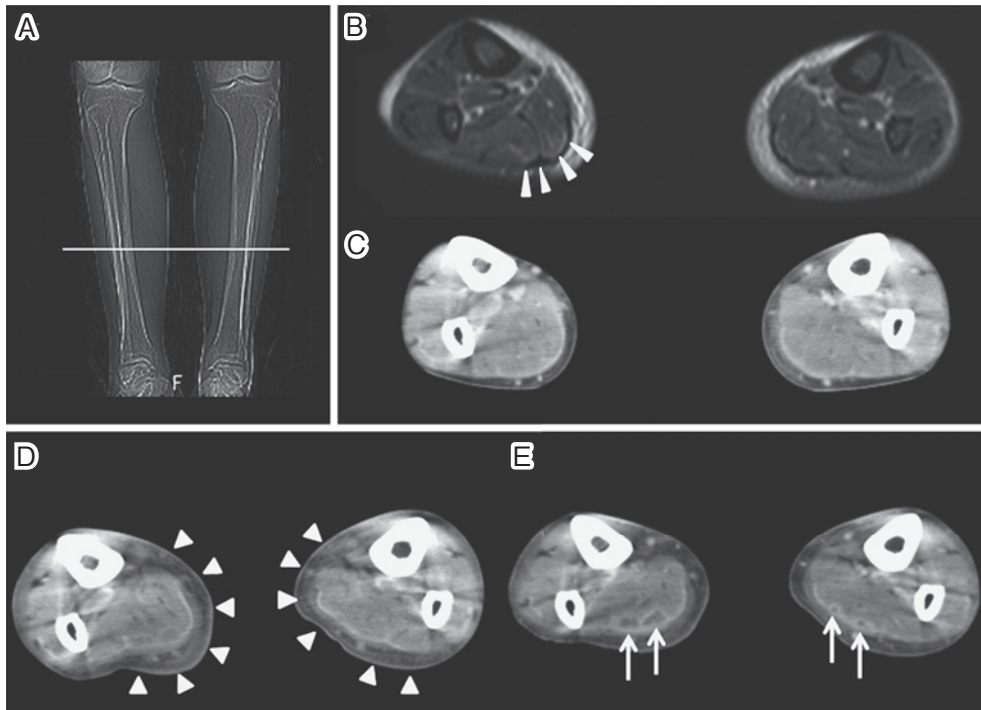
CT and MRI of the calf muscles obtained at admission (B, C) and the 26th hospitalization day (D, E).
